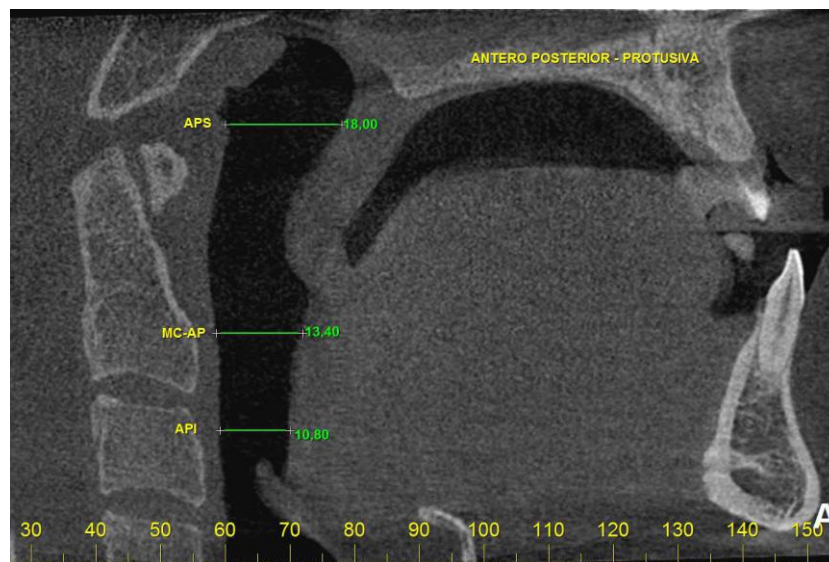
TC no corte sagital em Máxima Protrusão do paciente 01. APS: Antero-Posterior Superior; MC-AP: Máxima Constrição Antero-Posterior; API: Antero-Posterior Inferior
